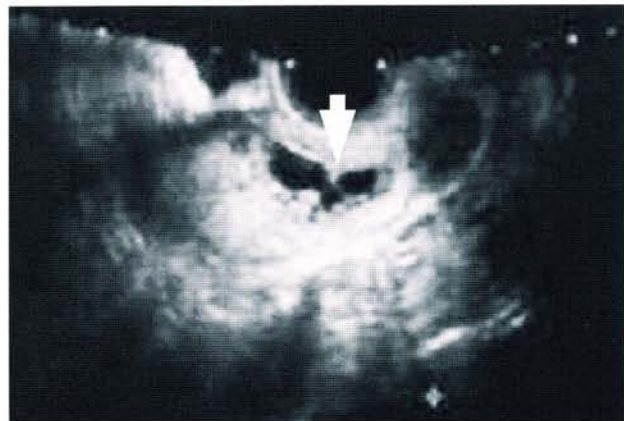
MTX投与開始60日後の経膈超音波断層法変形した胎嚢(矢印)を認める。
